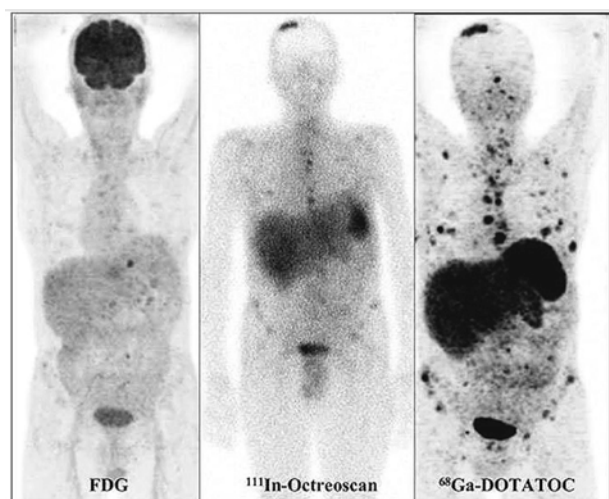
Позитронна емісійна томографія та сцинтиграфія одного і того самого хворого з метастазами нейроендокринної пухлини
